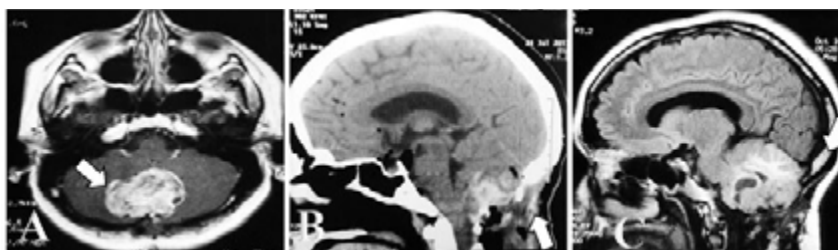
Estudios imagenológicos preoperatorios y postoperatorios. (A) Imagen de resonancia magnética (IRM) con gadolinio: se observa imagen hiperintensa en línea media, infratentorial, con extensión a ambos hemisferios cerebelosos, capta ávidamente medio de contraste. (B) TAC cerebral post quirúrgica inmediata, donde se evidencia craneotomía suboccipital, presencia de sangrado residual en lecho quirúrgico, así como en la región inferior de amígdalas cerebelosas. (C) IRM post quirúrgica donde se aprecia recidiva tumoral áreas heterogéneas con edema perilesional importante.
